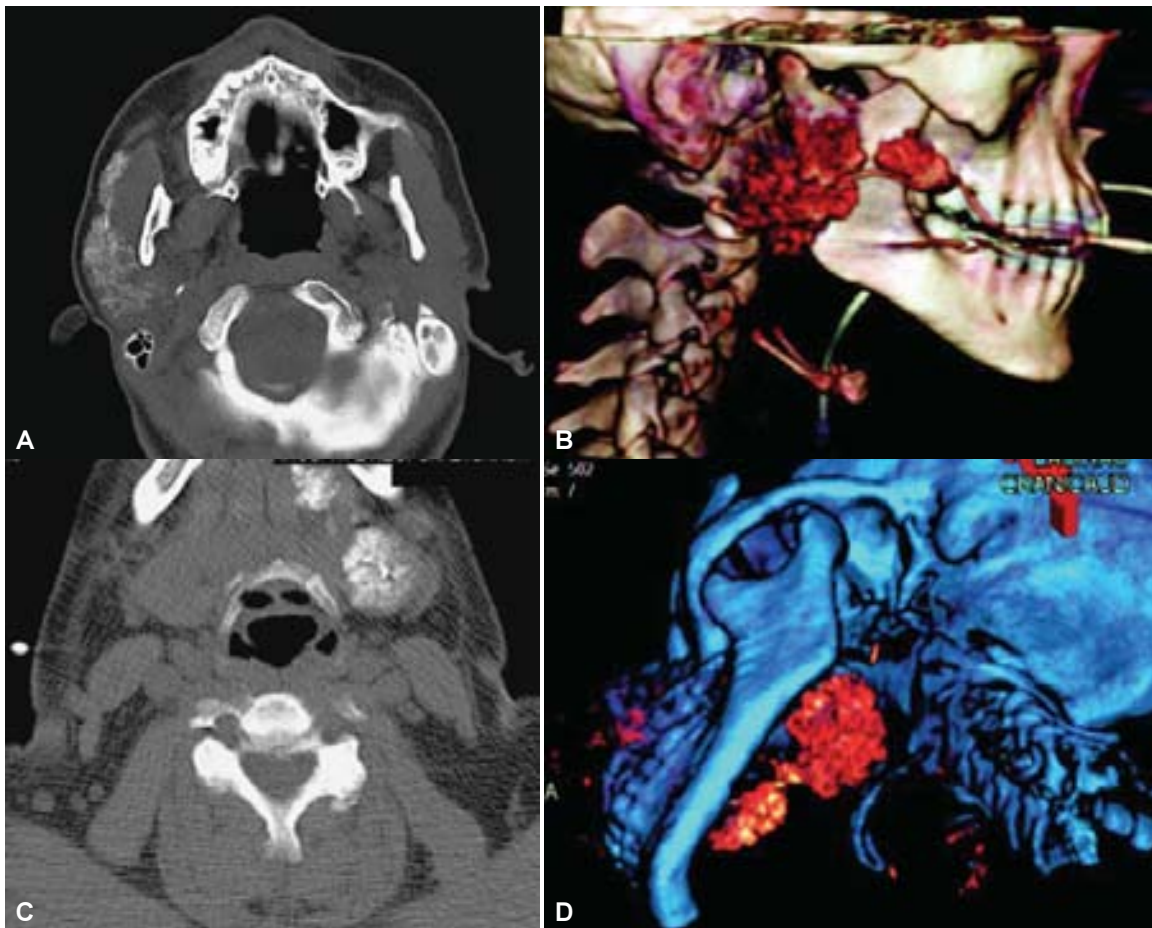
Glándulas salivales accesorias. (A, B) Sialotomografía Multicorte la cual demuestra la presencia de glándulas parotídeas accesorias, cortes axiales y reconstrucción tridimensional. (C, D) Sialotomografía Multicorte en donde se identifica la glándula submandibular y la glándula sublingual, cortes axiales y reconstrucción tridimensional.
